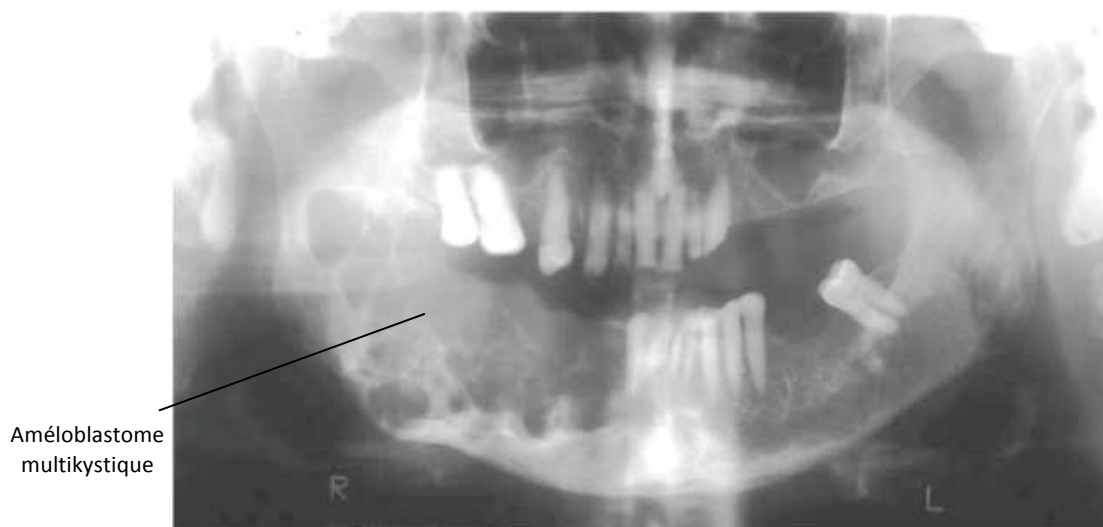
Radiographie panoramique illustrant un améloblastome mandibulaire droit (confirmation après analyse anatomopathologique)(52).
